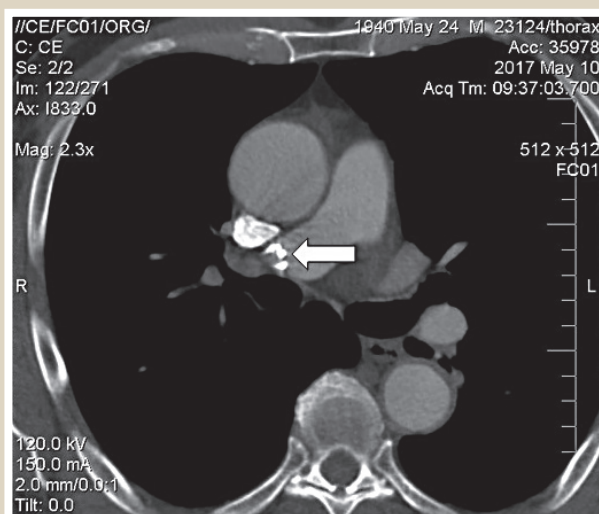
Множество рентгенконтрастных инородных тел металлической плотности (спирали) в просвете ветвей правой и левой легочной артерий (стрелки).
